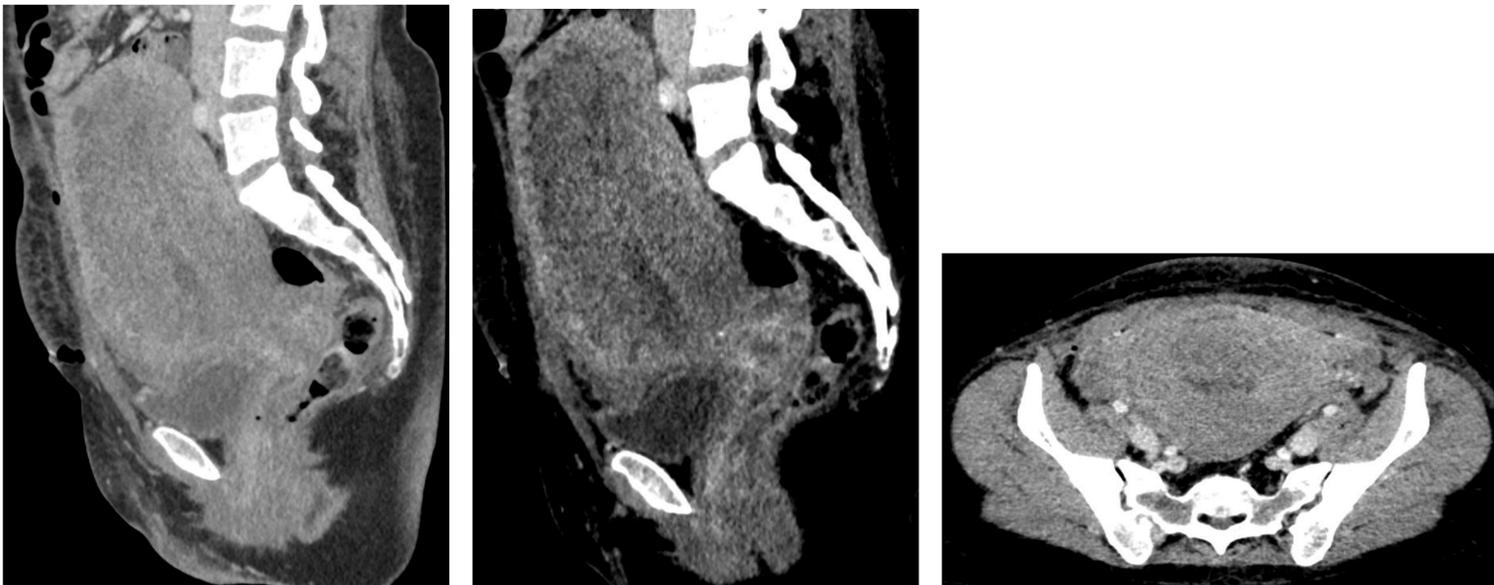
TC de pelvis reconstrucción en plano sagital y transversal en fase venosa. Útero muy aumentado de tamaño con mínima cantidad de líquido en cavidad endometrial.
